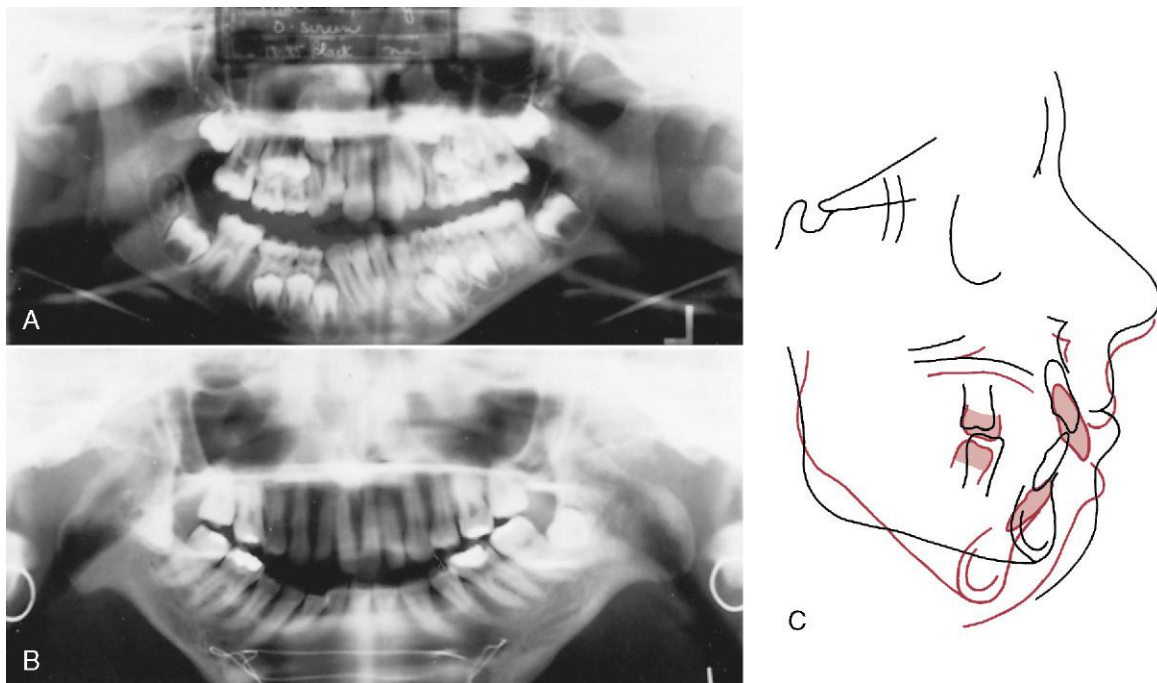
La artritis reumatoide puede alterar la apófisis condilar y, en el peor de los casos, puede hacer desaparecer completamente dicha apófisis. A. Radiografía panorámica de un niño con artritis reumatoide. Obsérvense los cambios degenerativos precoces en el cóndilo del lado izquierdo (compárese con el del lado derecho, todavía intacto). B. Radiografía panorámica de un adulto joven con destrucción total de ambas apófisis condilares. C. Superposiciones cefalométricas de un paciente con degeneración muy marcada de la apófisis condilar de la mandíbula como consecuencia de la artritis reumatoide. A la edad de 18 años, después de un tratamiento ortodóncico sin complicaciones (*negro*); a los 29 años (*rojo*), cuando ya habían quedado destruidas las apófisis condilares. Obsérvense la rotación posteroinferior del maxilar inferior. (B, por cortesía del Dr. M. Goonewardene; C, por cortesía del Dr. J. R. Greer.)
